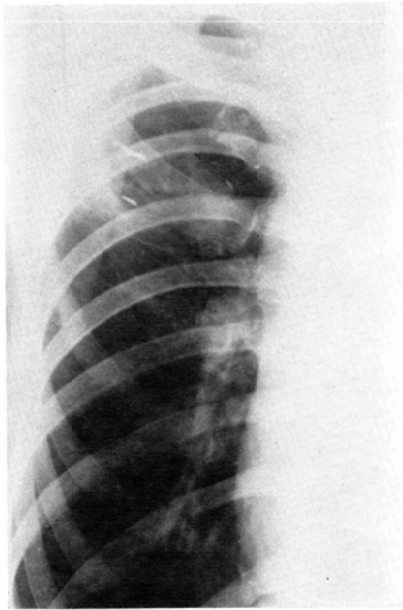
Routine chest X-ray film shows ill defined shadow on the right upper lung field.
